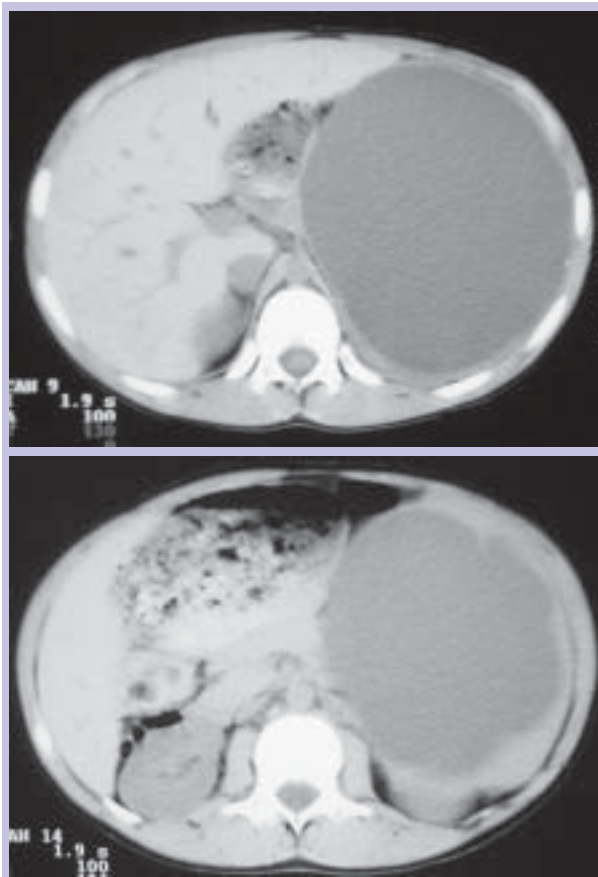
TC de abdómen: cortes axiais de 10 mm de espessura sem administração de contraste endovenoso; Lesão de densidade hídrica, homogénea, de parede bem definida, com calcificação parietal milimétrica, localizada no parênquima esplénico (A e B).
